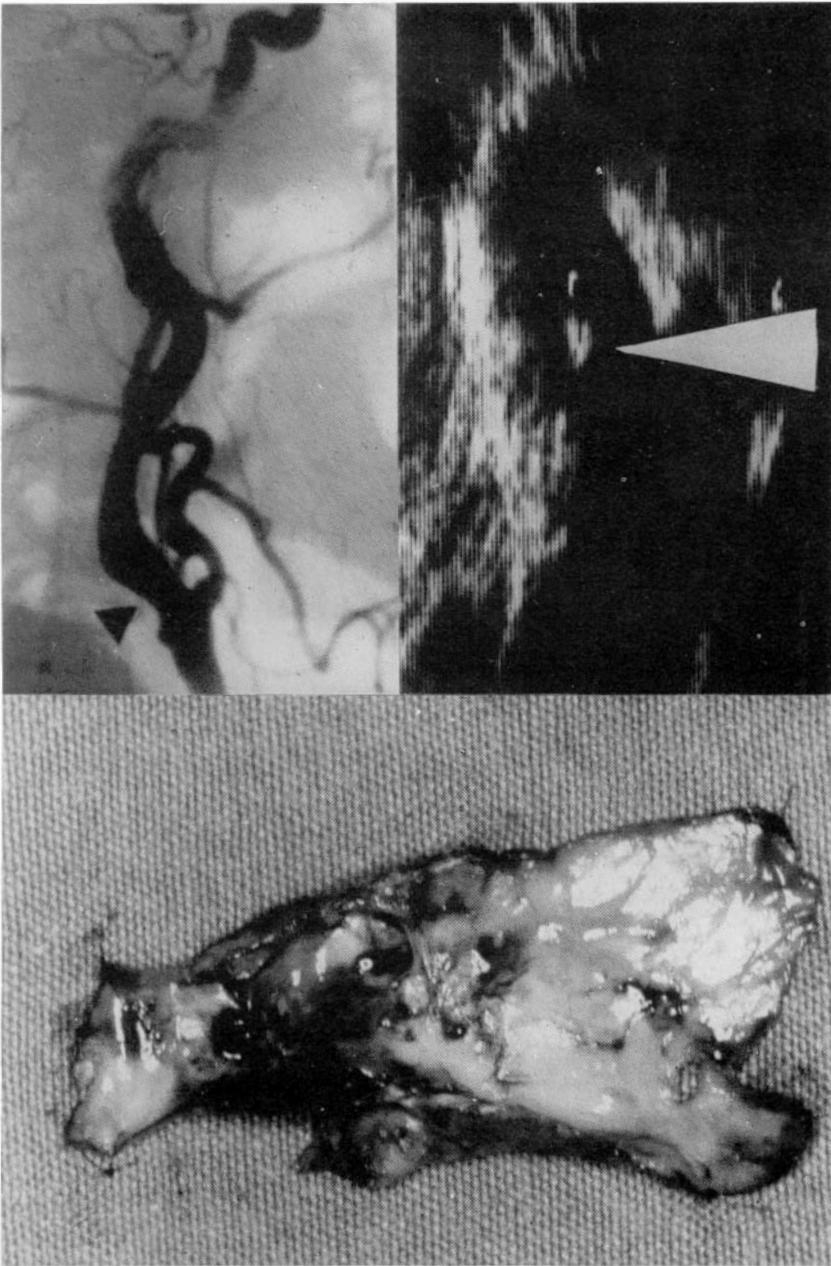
A) F.A. Varón de 54 años. Carotidografía: estenosis de la carótida común y de la interna derecha. B) Ecotomografía: placa estenosante de superficie irregular que ocupa la carótida común y el inicio de la interna. C) Placa ateromatosa extraída con tromboendarterectomía: aspecto muy irregular, heterogéneo, con pequeñas ulceraciones superficiales.
